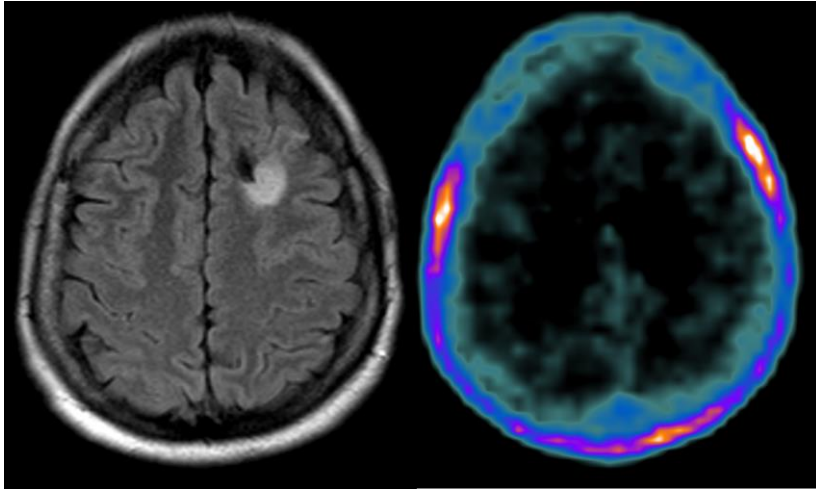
Paciente #31 RM-T2FLAIR y PET-FCH
